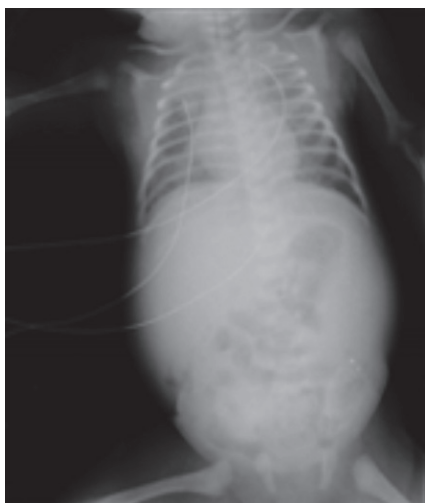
Radiografía de tórax y abdomen.
